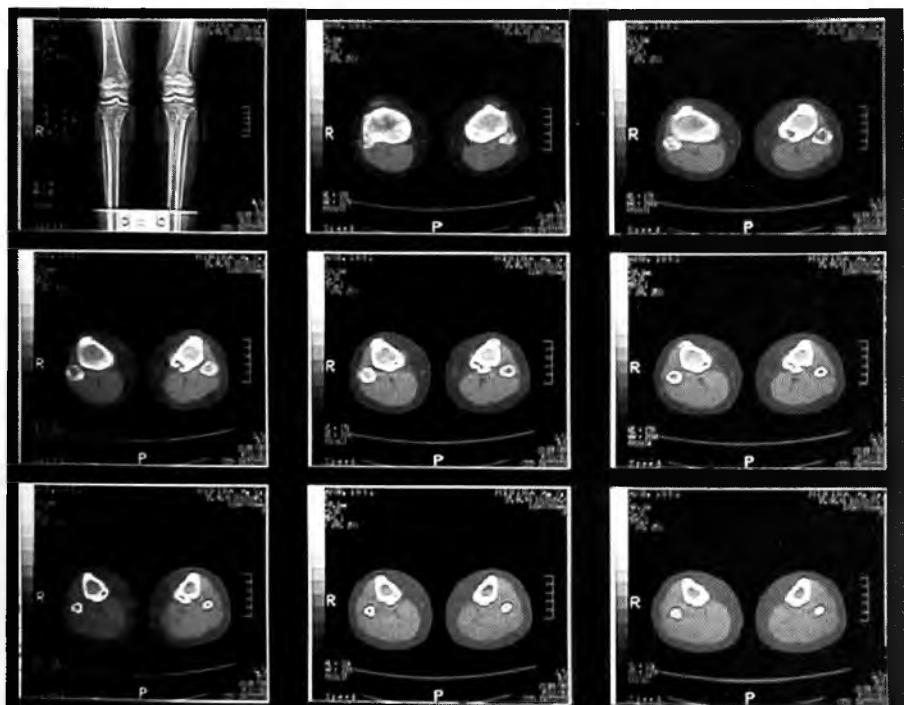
Компьютерная томограмма больной М. с синдромом Jaffe—Campanacci.
